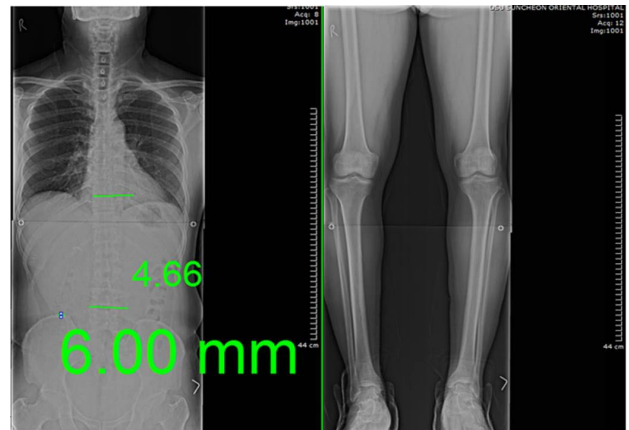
Change of radiograph at after 2<sup>nd</sup> treatment(Case 1).
